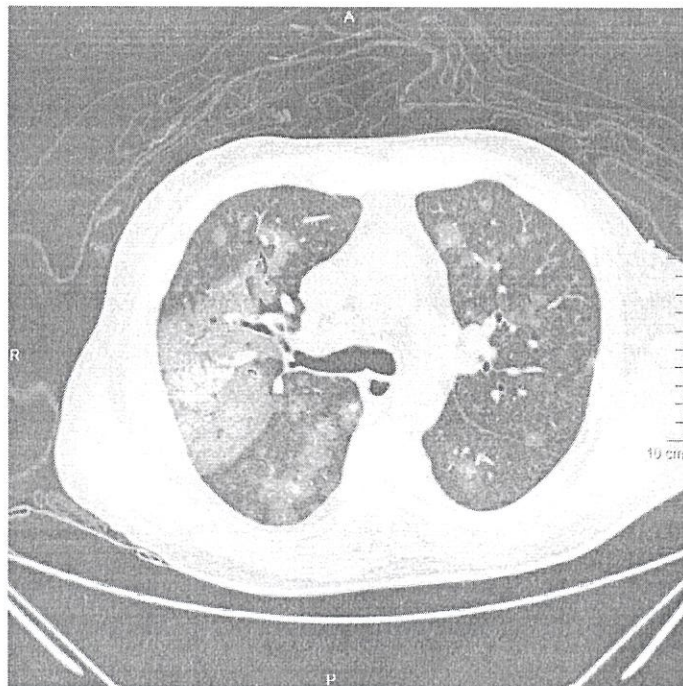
На КТ представлен паттерн сумасшедшей исчерченности или бульжной мостовой. [Источник: Case courtesy of Dr Augusto César Vieira Teixeira, Radiopaedia.org, rID: 23223].
